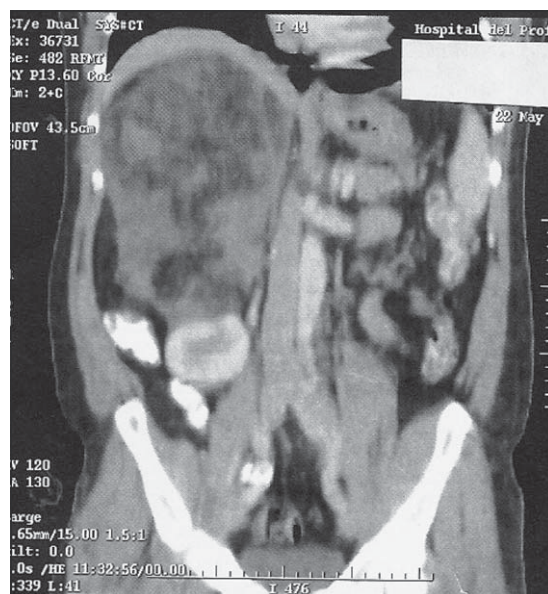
TC corte longitudinal. Se puede observar el desplazamiento del riñón derecho.
